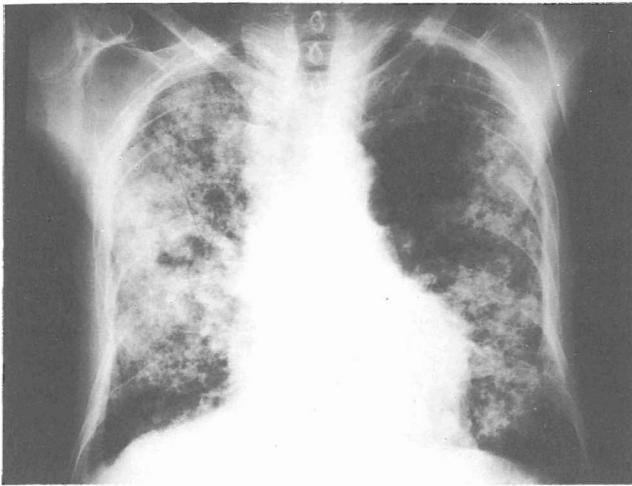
Primer caso. Radiografía de tórax al tercer día.
